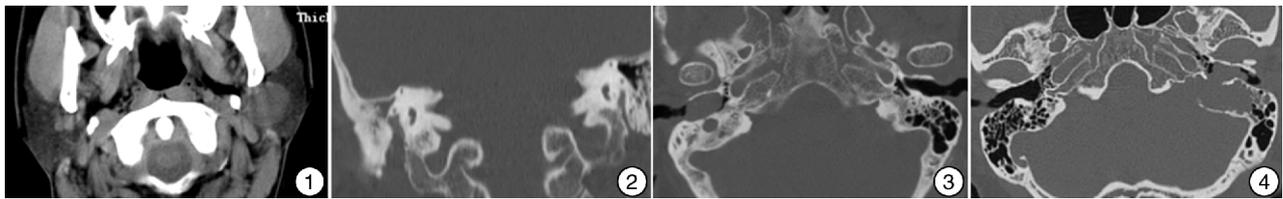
腮腺区面神经鞘瘤 CT 肿瘤位于左侧腮腺的浅叶和深叶交界区; 图 2 冠状位 CT 面神经乳突段骨管、茎乳孔较对侧明显扩大; 图 3 水平位 CT 面神经乳突段骨管较对侧明显扩大,且肿瘤突入外耳道; 图 4 水平位 CT 软组织肿块自乳突气房面神经管区、经外耳道后壁突入外耳道,且乳突为气化型。
